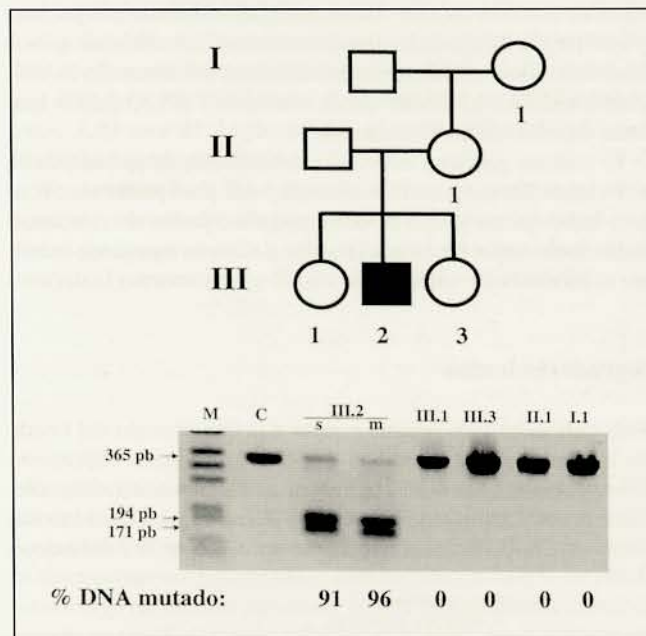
Pedigrí de la familia del paciente con la mutación T8993G y autorradiografía de los fragmentos obtenidos al digerir con Hpa II los productos de amplificación del mtDNA por la reacción en cadena de la polimerasa (PCR). El símbolo en negro en el pedigrí indica el individuo afectado. Las muestras de DNA de cada miembro de la familia estudiada están señaladas de acuerdo con la nomenclatura del pedigrí. La banda superior de 365 pb corresponde al fragmento obtenido a partir del mtDNA normal y las bandas de 194 y 171 pb son los fragmentos que se generan al cortar el mtDNA mutado con Hpa II. La cuantificación se realizó por densitometría de la fotografía. El porcentaje de mtDNA mutado, media de tres reacciones diferentes, se muestra debajo de cada calle de la electroforesis. Las muestras de DNA se extrajeron de sangre (s) y cuando no se indica nada y de músculo (m). C= control.
